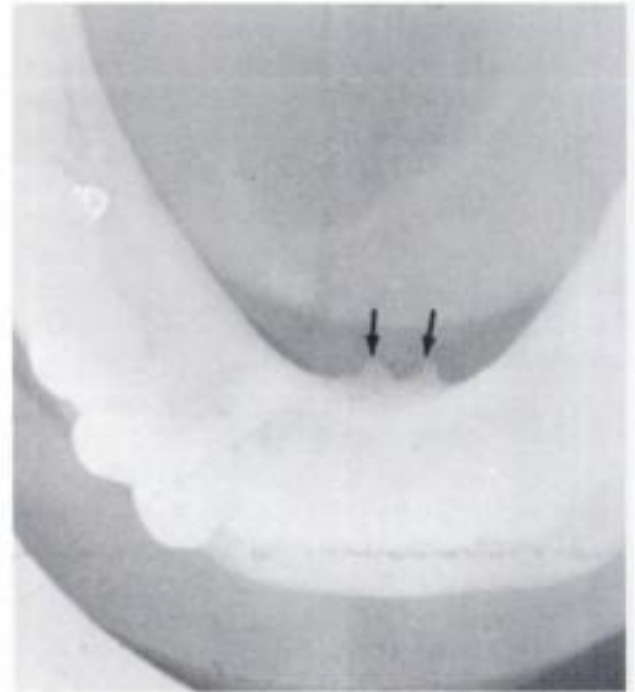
Apófisis geni (radiografía oclusal).
